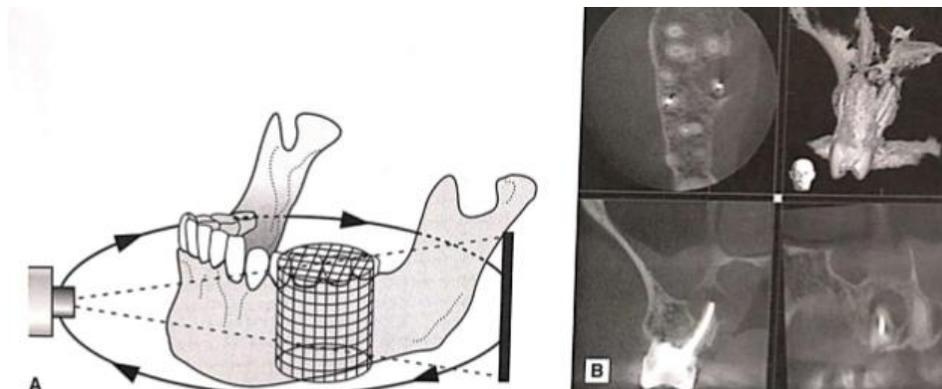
CBCT de campo pequeño
